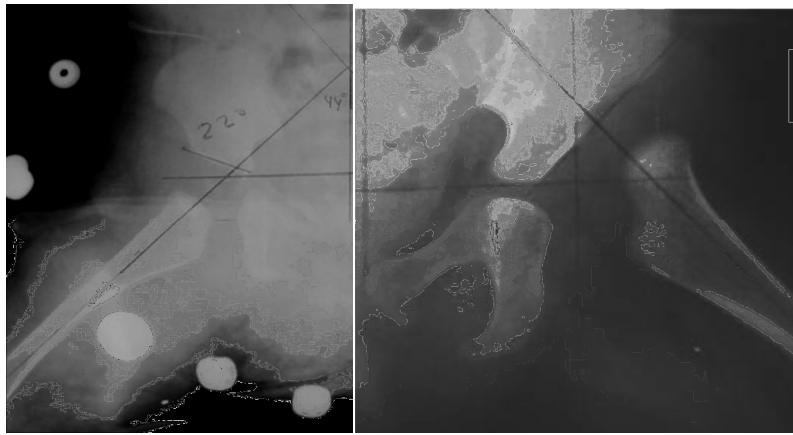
MEDICIONES RADIOGRAFICAS
